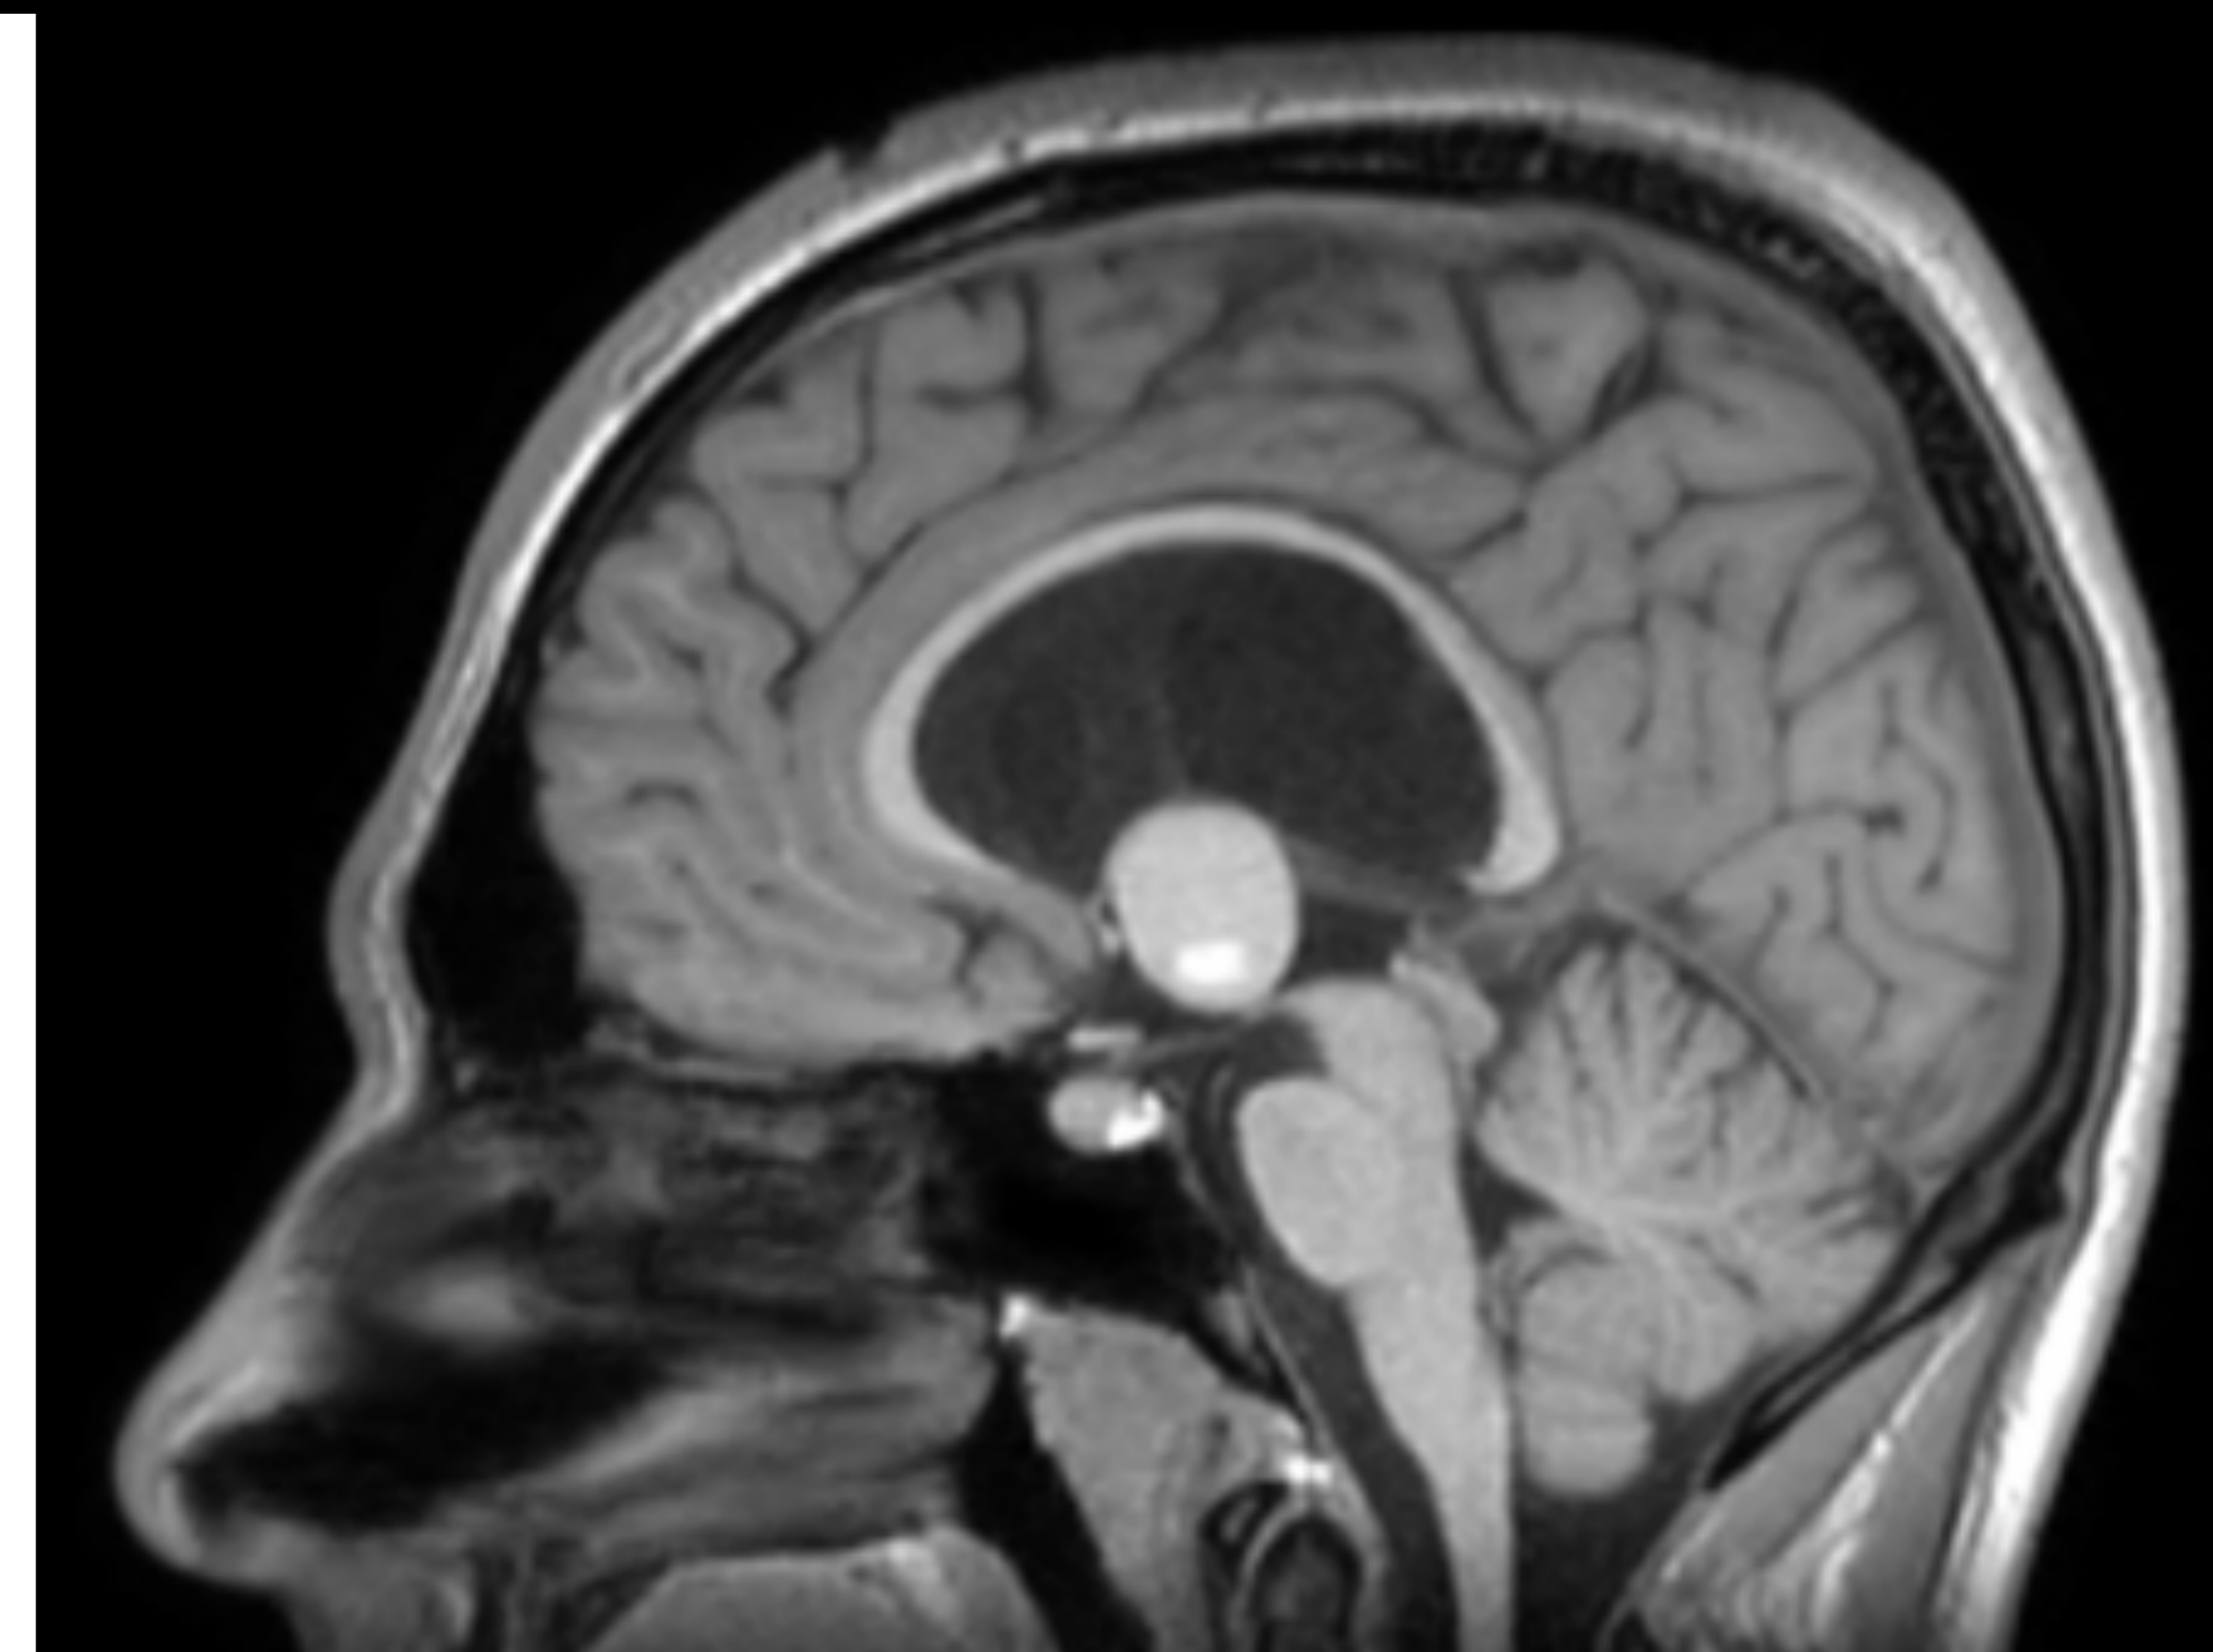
Cortes axiales de TC basal (a, e), cortes axiales de RM en T1 (b, f), en T2 (c, g), en FLAIR (d) y en secuencia de susceptibilidad magnética (h), y corte sagital de RM en T1 (i). Quiste coloide en el III ventrículo. Se presenta como una formación de naturaleza quística, de localización intraventricular en el aspecto anterior del tercer ventrículo. La mayor parte de su contenido se muestra hiperdenso en el TC basal e hiperintenso en secuencias RM en T1 y T2; no obstante se aprecia un pequeño componente nodular intraquístico que presenta una mayor densidad en TC basal y también una mayor hiperseñal en secuencia T1 y marcadamente hipointenso en secuencias T2 y en la secuencia de susceptibilidad magnética, que sugieren componente hemático. La lesión descrita produce efecto de masa y obstruye los forámenes de Monro, condicionando una marcada hidrocefalia, aunque sin signos de actividad.
